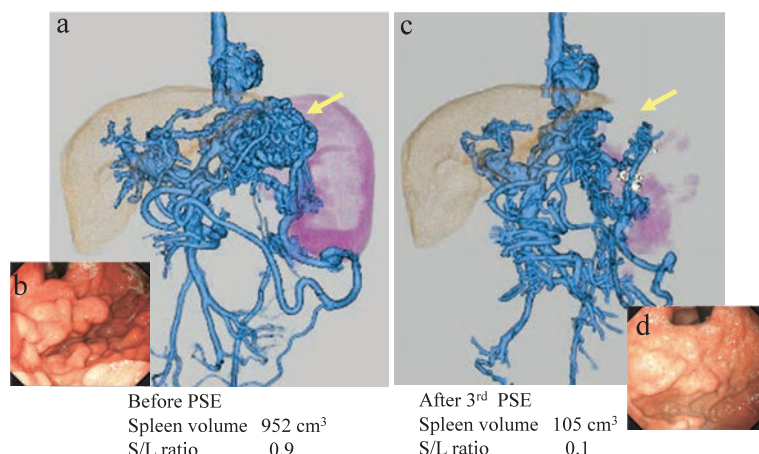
Stepwise PSE前後の3D-CT再構成画像
